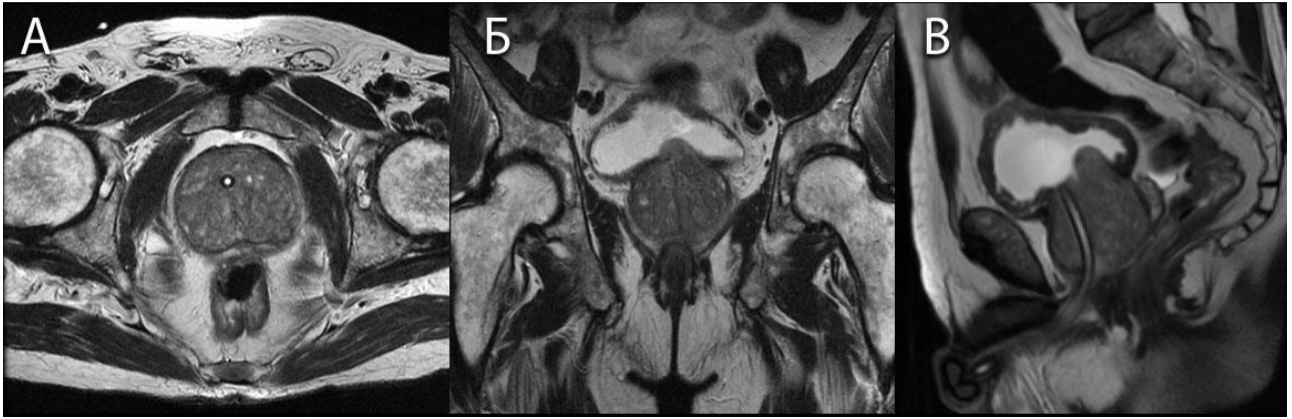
МРТ простати хворого К., 67 р., T2-зважені зображення fast relaxation fast spin echo (FRFSE), в аксіальній (А), корональній (Б) та сагітальній (В) проекціях.
